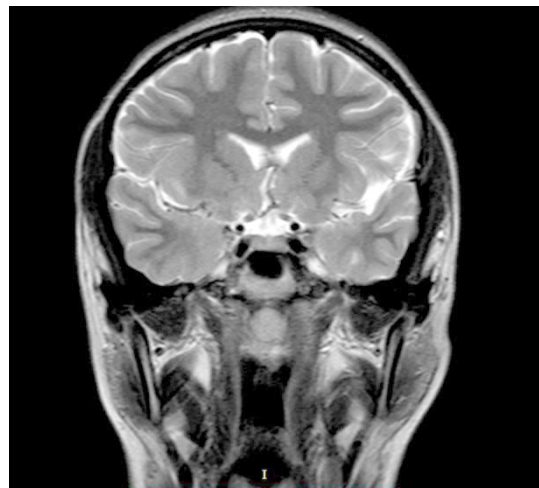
МРТ кісти Торнвальда хворого К., 35 років у сагітальній та фронтальній площинах.
